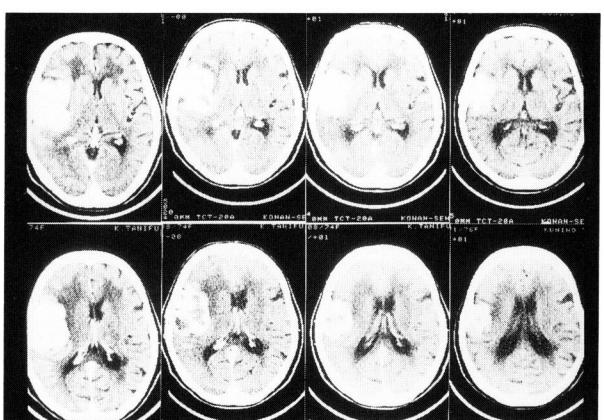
Follow up enhanced CT of meningioma. From left to right, pre-embolization, 1 month, 1 year and 2 years after the embolization using combined infusion.
